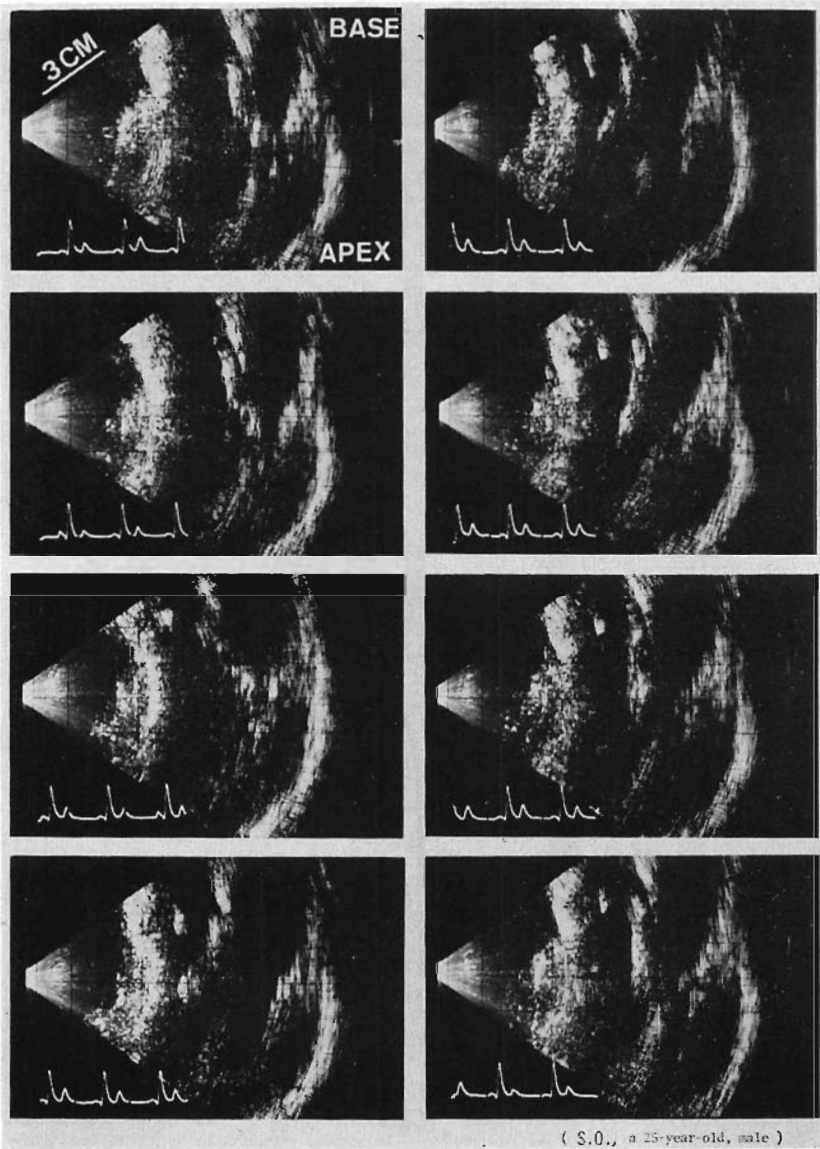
Serial recording of the long axis cross-sectional echocardiograms.
